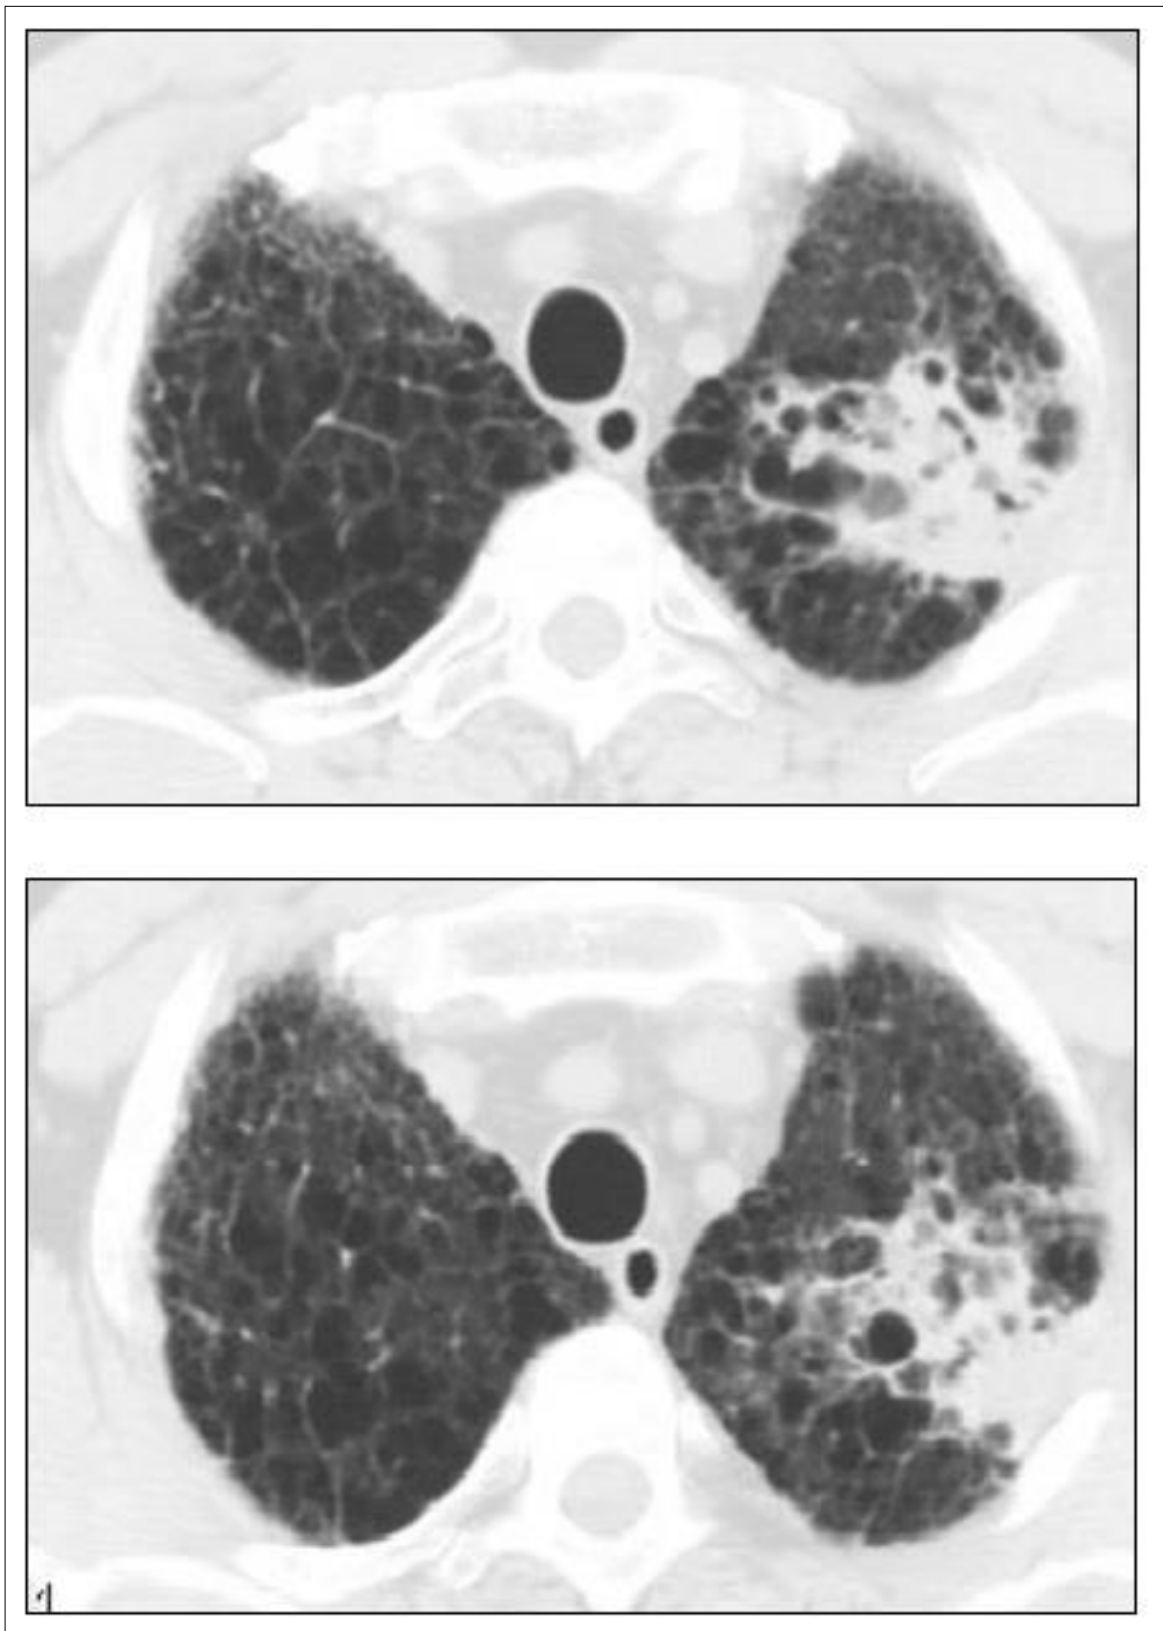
Компьютерные томограммы больного З., 39 лет.
